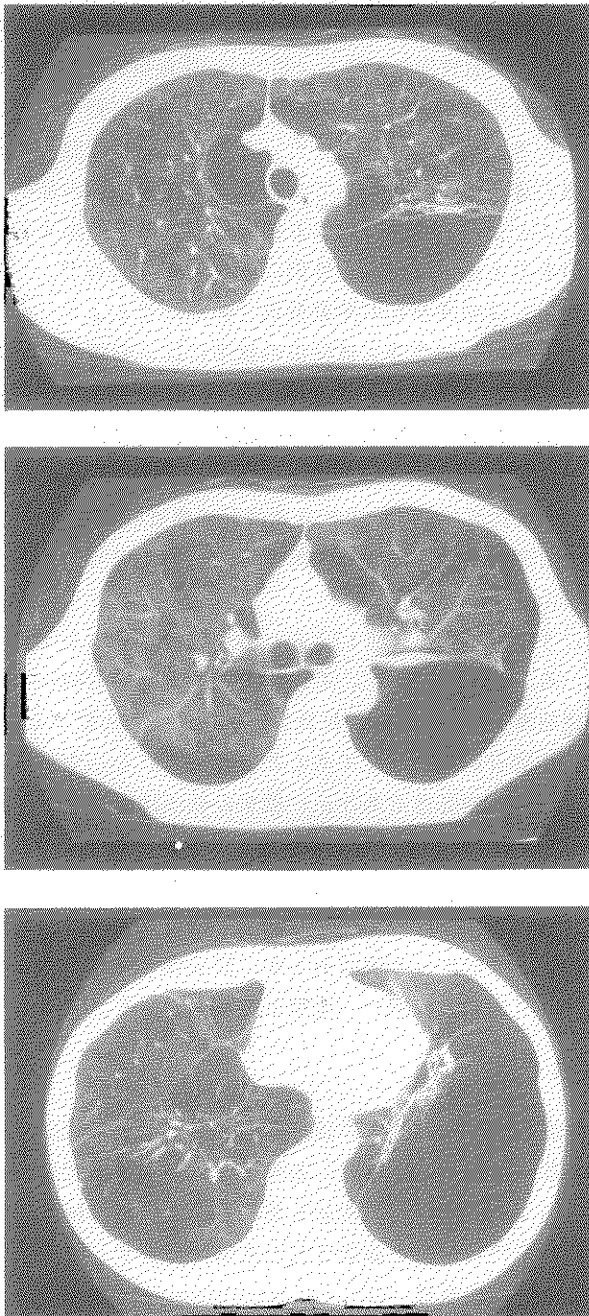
のう胞性肺気腫 (Bullous emphysema) 例の胸部CT写真
